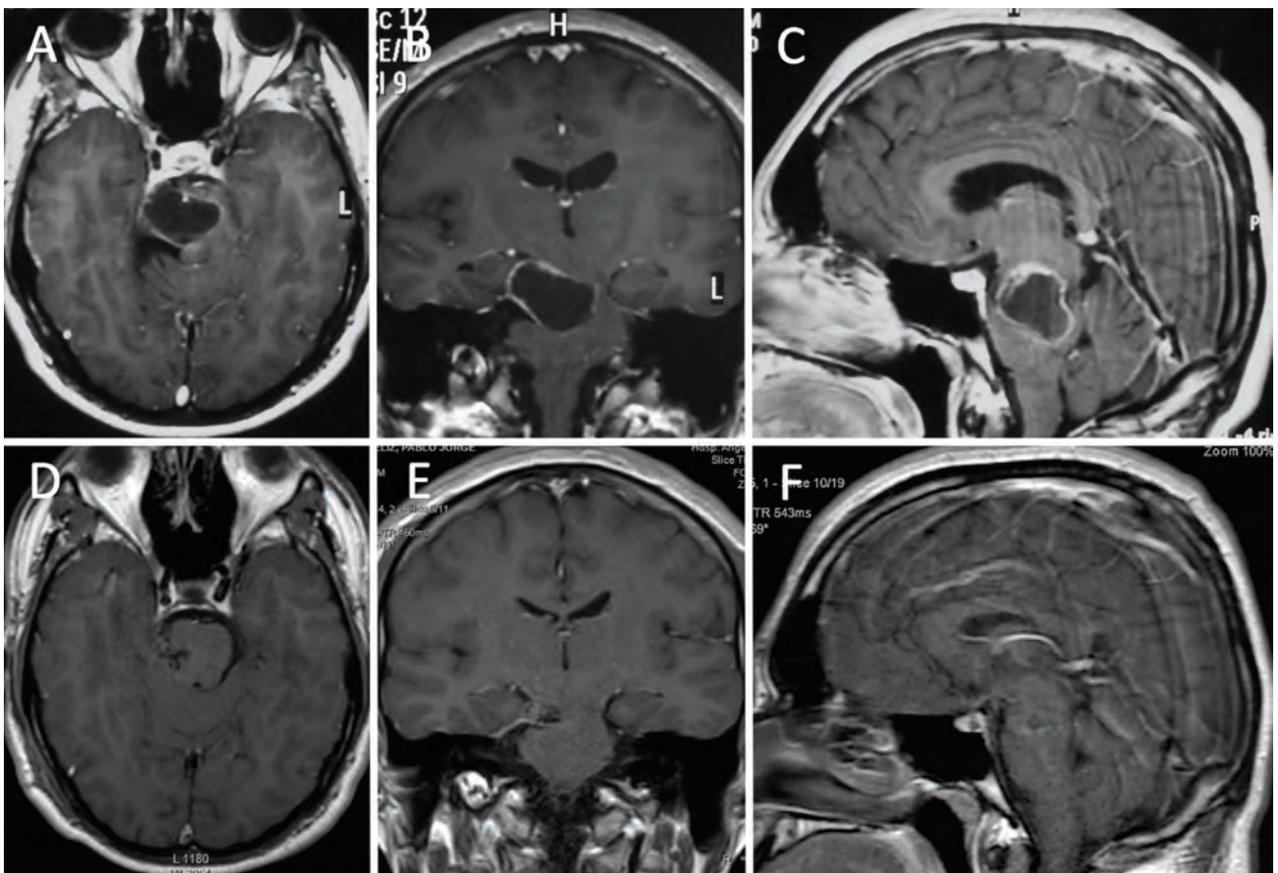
Hemangioblastoma quístico. A-C, RM pre operatoria. D-F, RM post operatoria.
